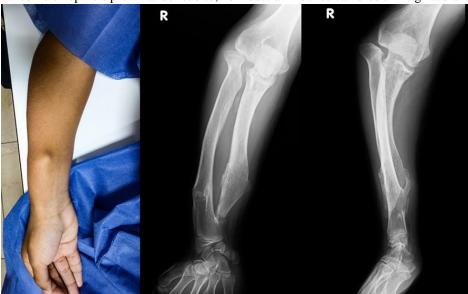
Fotografía, y Radiografía anteroposterior y lateral de antebrazo derecho. Se observa deformidad en la constitución anatómica habitual del cúbito y radio, asociado a formación de áreas de exostosis a dicho nivel, así como en epífisis proximal del cúbito, no muestran muchos cambios en magnitud a las observadas en 2021
